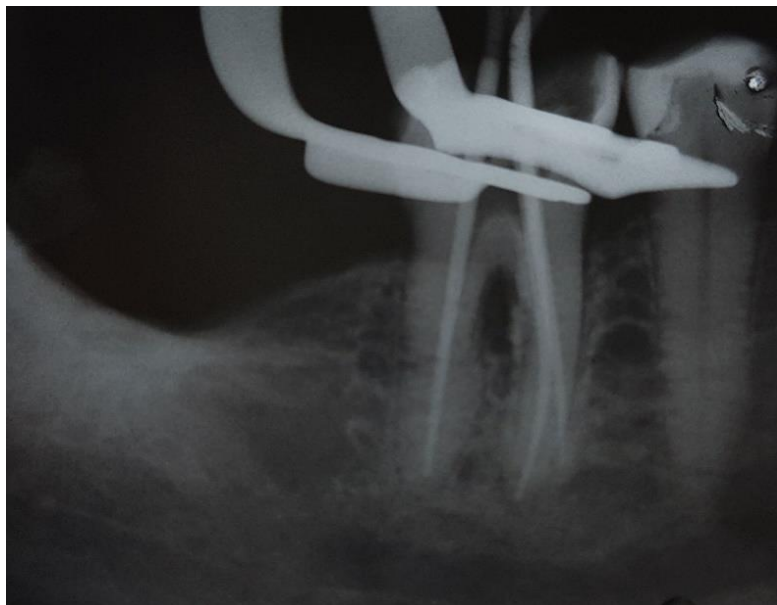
Radiografia periapical de conometria
